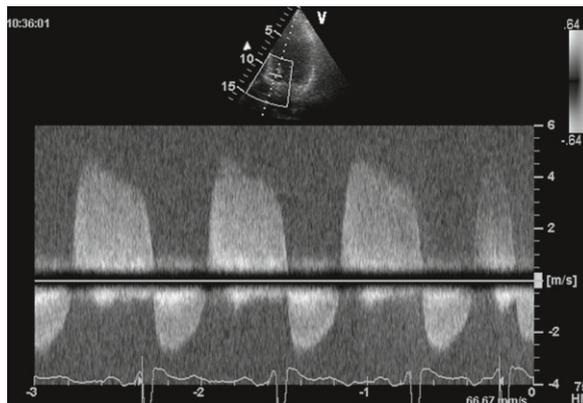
Flux d'IA enregistré au doppler continu à l'apex.
